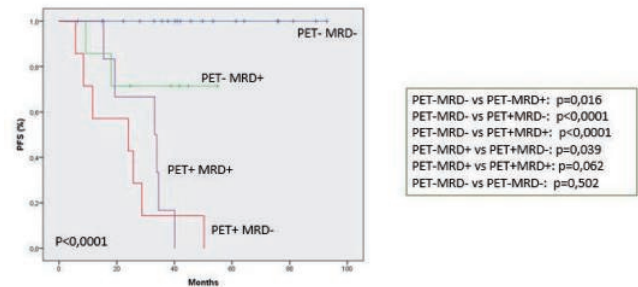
Resultados de Supervivencia Libre de Progresión según estatus de EMR y PET/TAC durante el mantenimiento.
